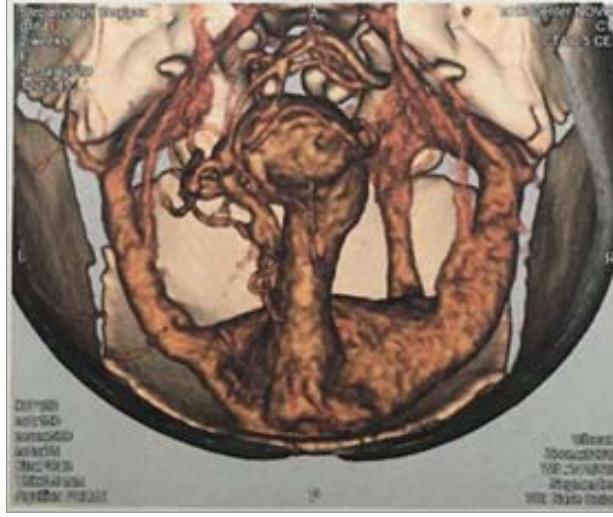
Комп'ютерна томографія — ангіографія
